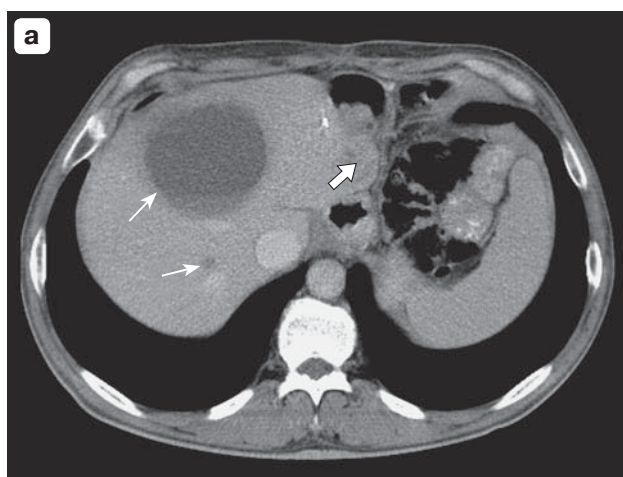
КТ-изображения органов брюшной полости. Рецидив гастроинтестинальной опухоли желудка (стрелка). Метастатическое поражение печени (тонкие стрелки). а – до лечения; б – после проведения химиотерапии отмечается уменьшение размеров, а также снижение денситометрической плотности рецидивной опухоли и метастатических очагов в печени.
